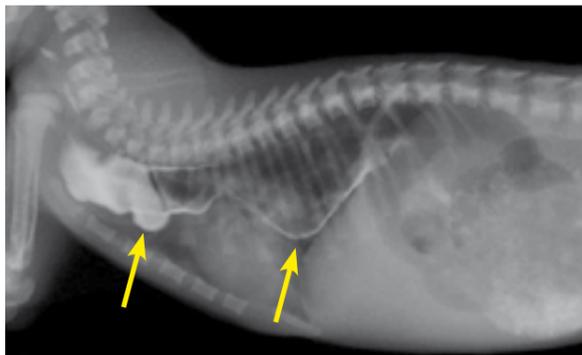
Radiografía torácica con contraste de bario a los 15 días en la que se observa la persistencia del ME.
